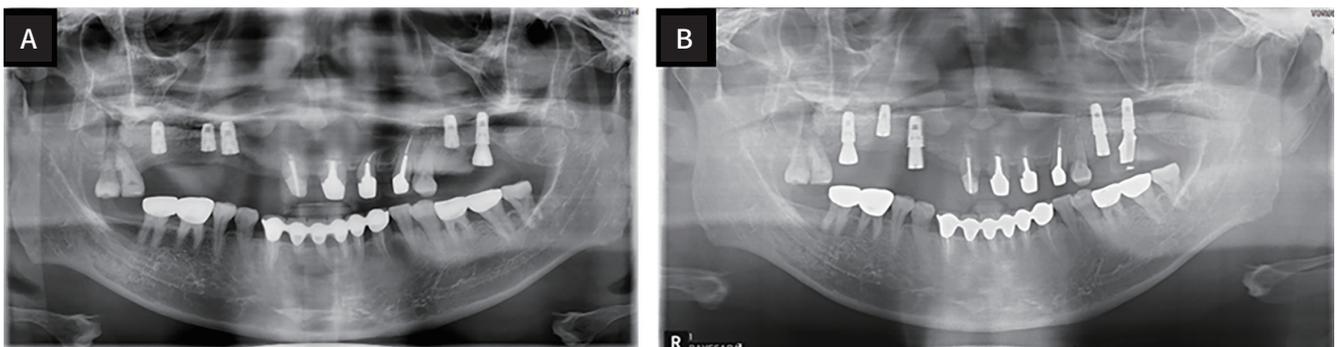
(A) Panoramic radiograph after #16i, #14i, #13i, #25i 1st surgery, (B) Panoramic radiograph of after 2nd surgery and re-implantation of i15.
